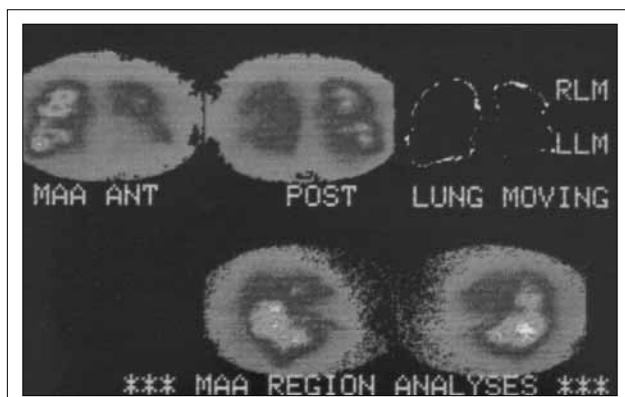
Перфузионная сканограмма легких. Нарушение перфузии с преимущественным поражением левого легкого (признак ТЭЛА)
